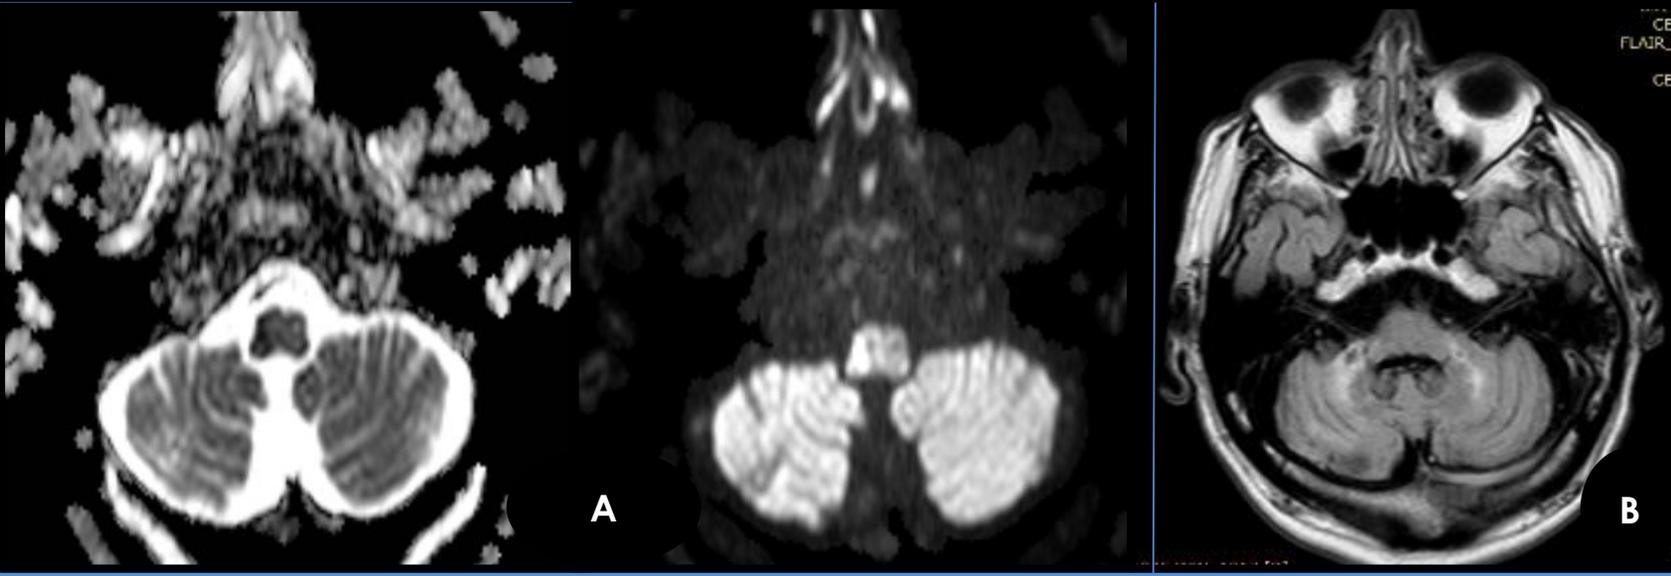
RM CEREBRO SIN CONTRASTE EV. CORTES AXIALES. A- Restricción de la Difusión con caída en ADC, como signos de infarto agudo dorsolateral derecho de bulbo raquídeo. B- FLAIR. Lesiones de aspecto secular.
